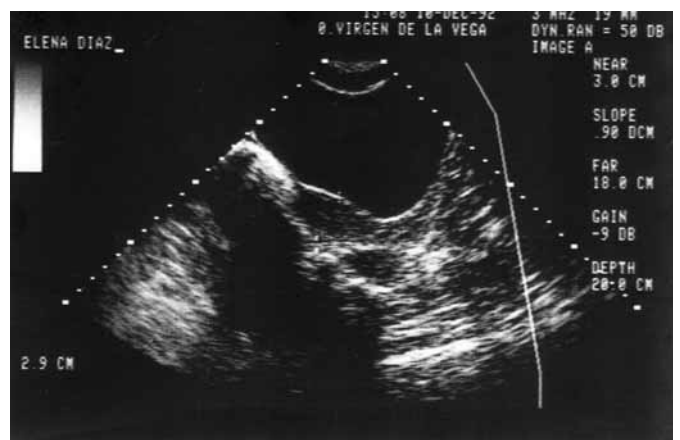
Ecografía genital interna. Corte longitudinal: útero, ovario y vagina.
